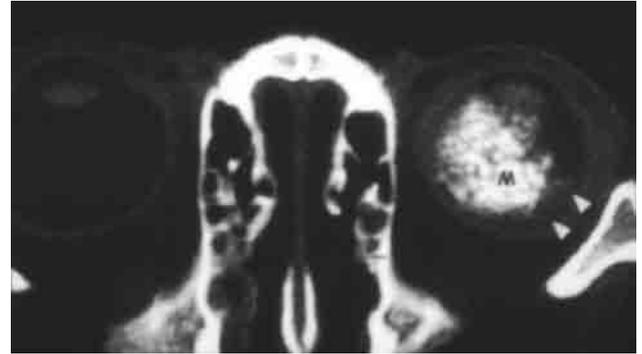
Retinoblastoma en TAC. Masa (m) intraocular izquierda calcificada; las cabezas de flecha blancas muestran componente no calcificado de la masa.
